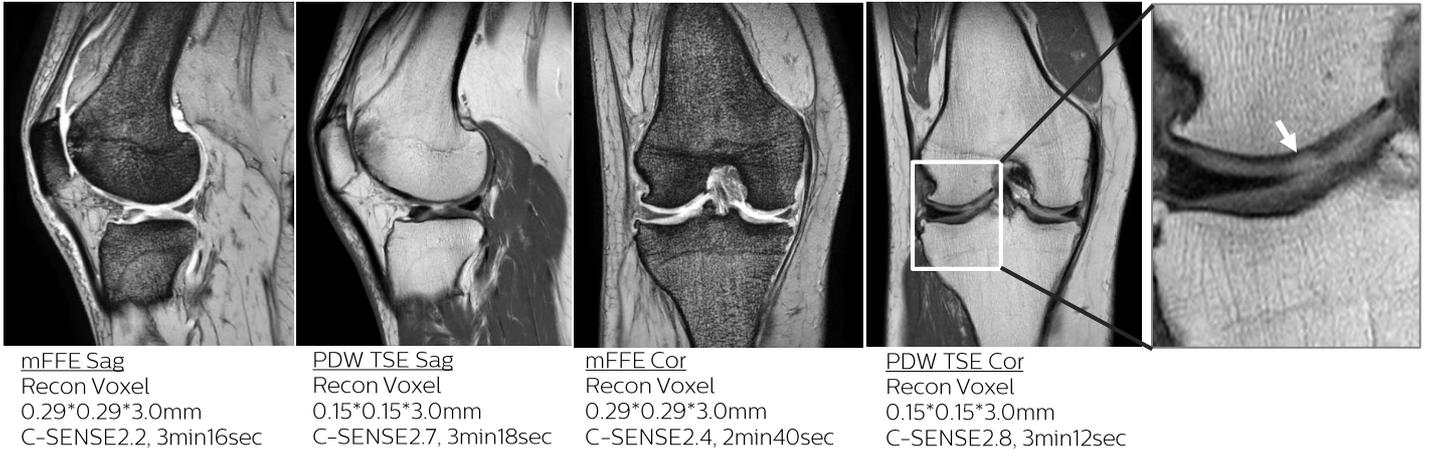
高空間分解能膝関節MRI：大腿骨骨侵食、膝関節軟骨損傷疑い(白矢印)
